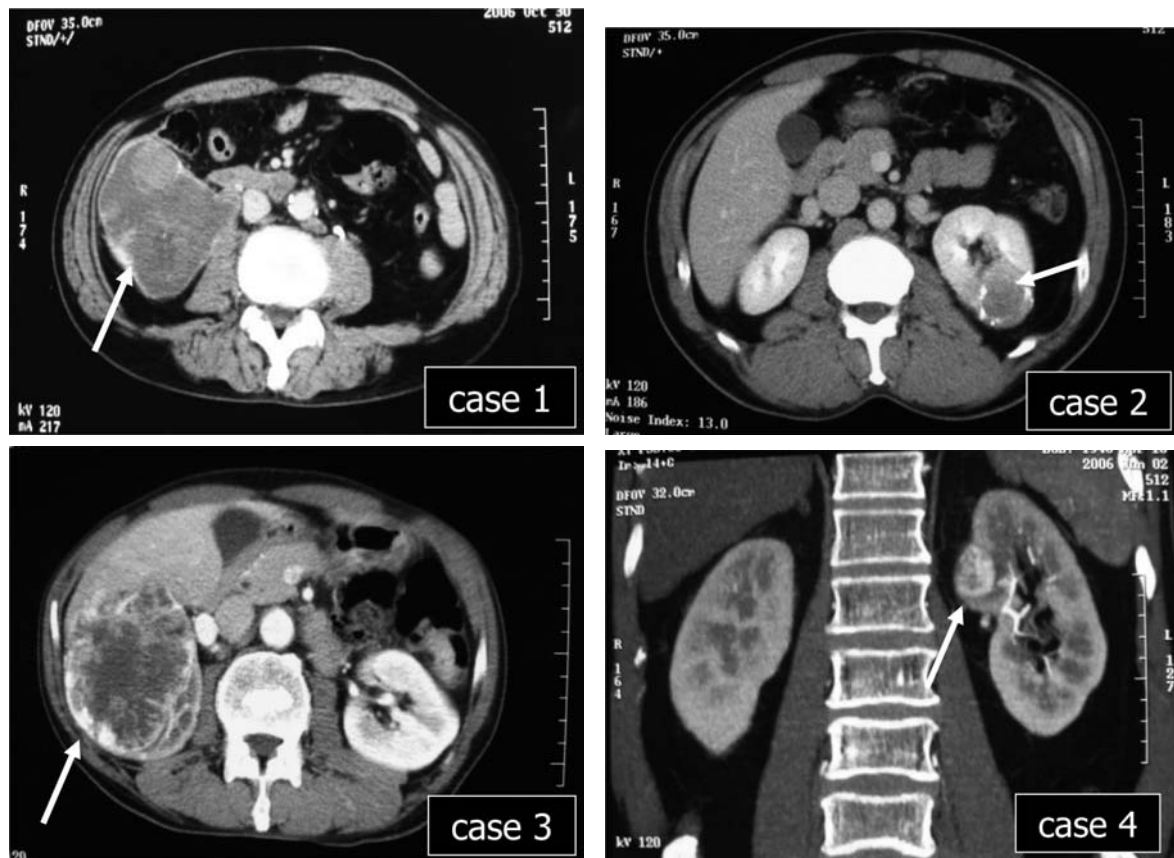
Abdominal enhanced computed tomography of our four cases. CT showed an irregular enhanced large tumor. Clinical stage was cT3b N0 M0 in case 1, cT1b N0 M1 in case 2, cT3b N0 M1 in case 3 and cT1a N0 M1 in case 4.
